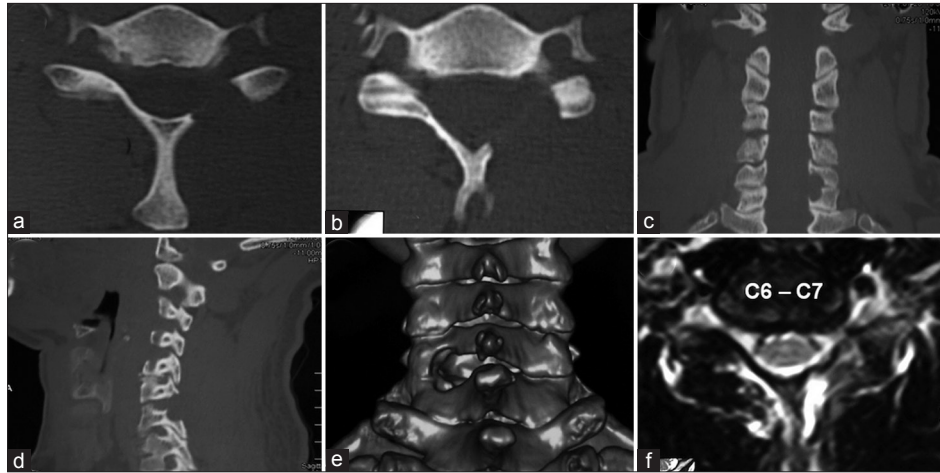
(a y b) TC postoperatorias, cortes axiales, luego de realizada la foraminotomía C6-C7 izquierda, (c) TC postoperatoria, reconstrucción coronal, (d) TC postoperatoria, reconstrucción parasagital, (e) TC postoperatoria, 3D. (f) RM postoperatoria, corte axial. Se observa el foramen C6-C7 izquierdo libre
